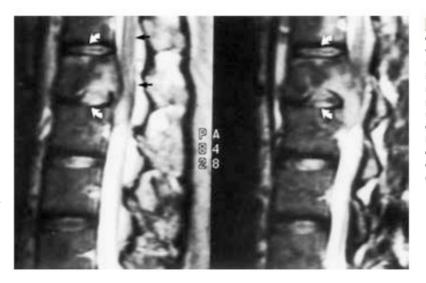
Resonancia magnética de un paciente con osteomielitis tuberculosa vertebral. Las imágenes potenciadas en T2 muestran la destrucción de la porción inferoposterior de la vértebra D12, con efecto masa de tejidos blandos que se proyecta posteriormente en el interior del conducto raquídeo, produciendo una compresión del cono medular {flechas}. Obsérvese que los discos intervertebrales de D12 y L1 (flechas curvadas) están relativamente bien conservados, rasgo característico de la tuberculosis vertebral. (Cortesía de Erik Gaensler.)
